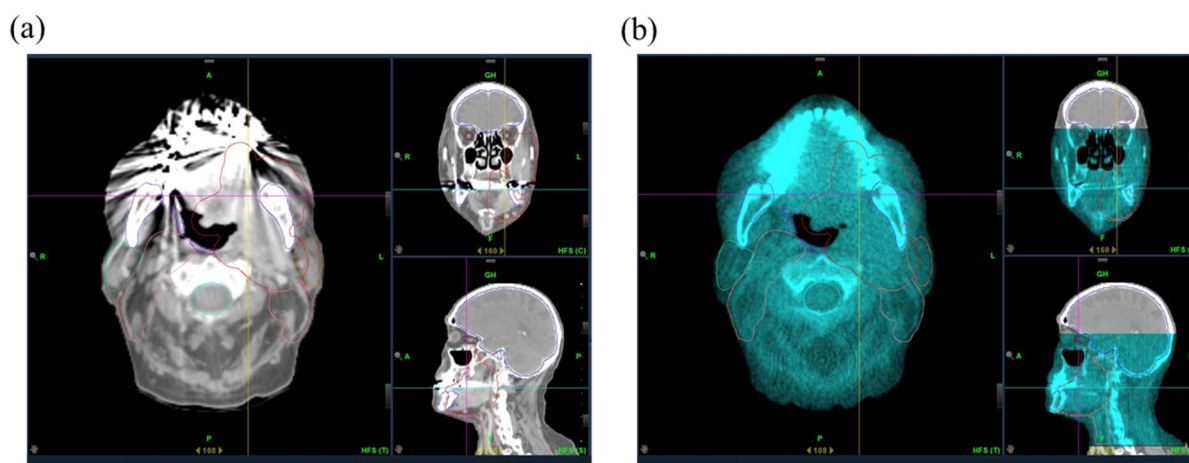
Images of (a) kilo-voltage CT and (b) mega-voltage CT. Mega-voltage CT has enough resolution to distinguish the soft tissues. In addition, it would be possible to confirm the change of the tumor shape in the oral region by reducing metal artifacts.
